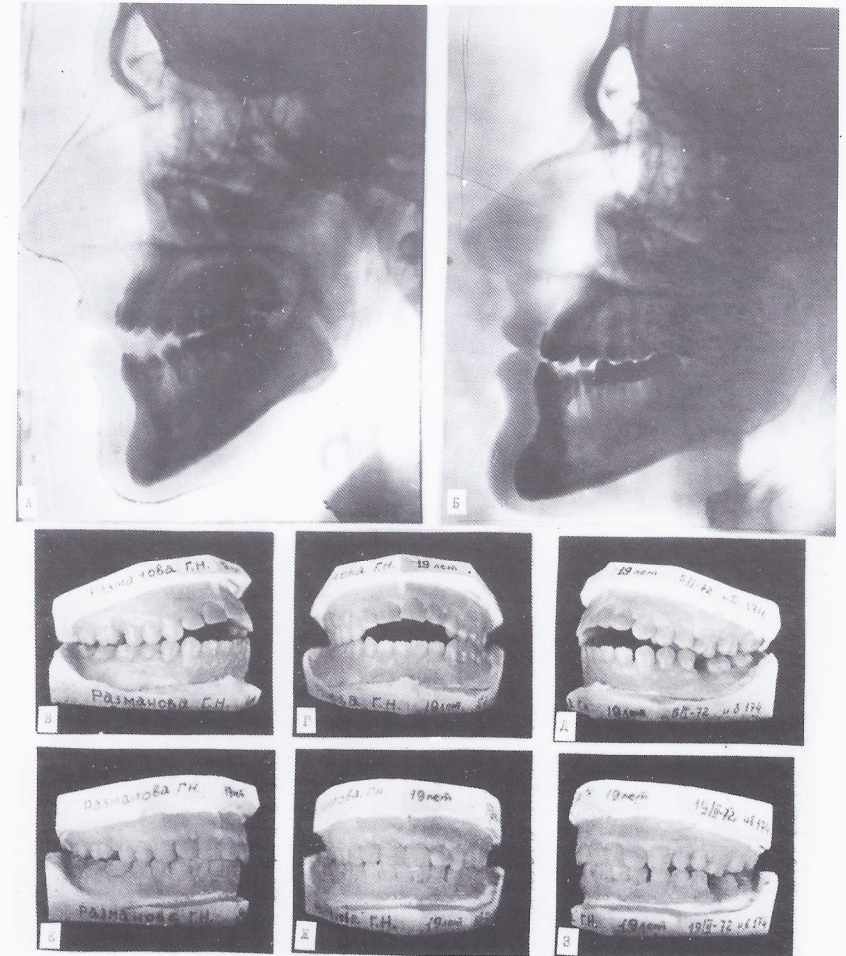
Первая группа больных. Отпечатки телерентгенограмм и фотографии моделей челюстей больной Р, 19 лет.
